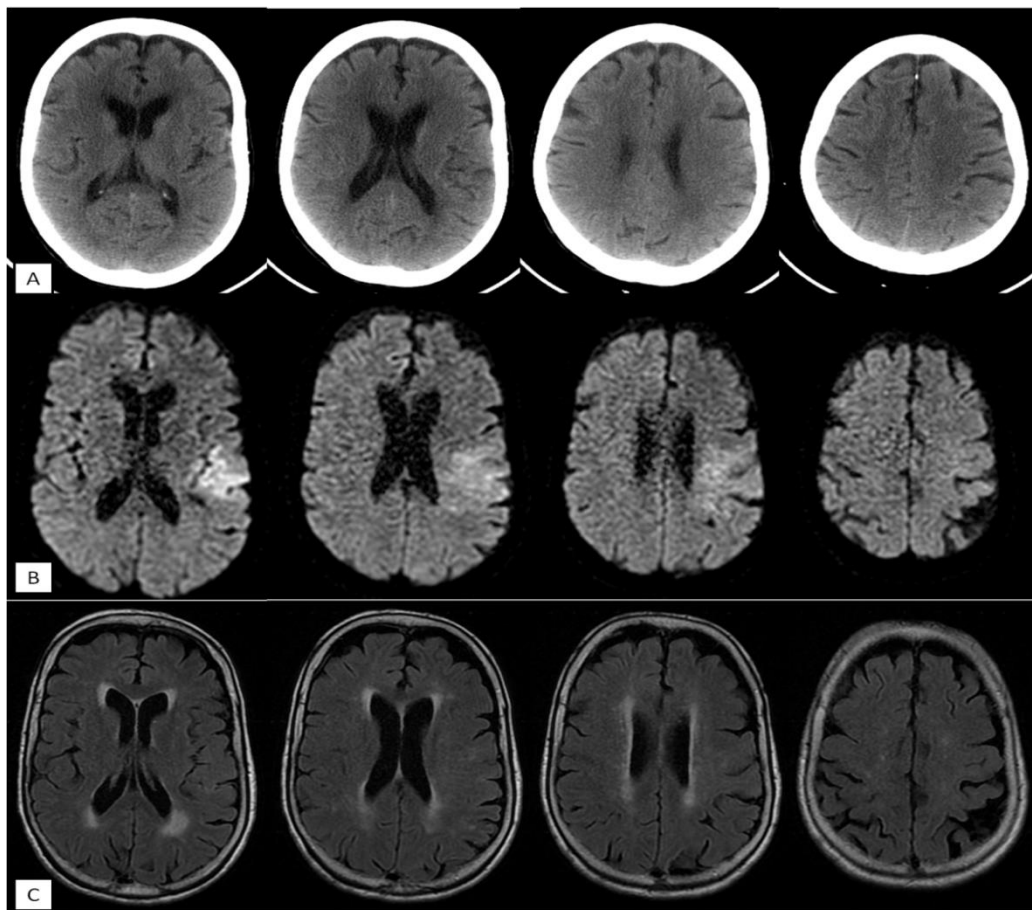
La TDM cérébrale sans injection (coupes axiales : A) revenant normal.
